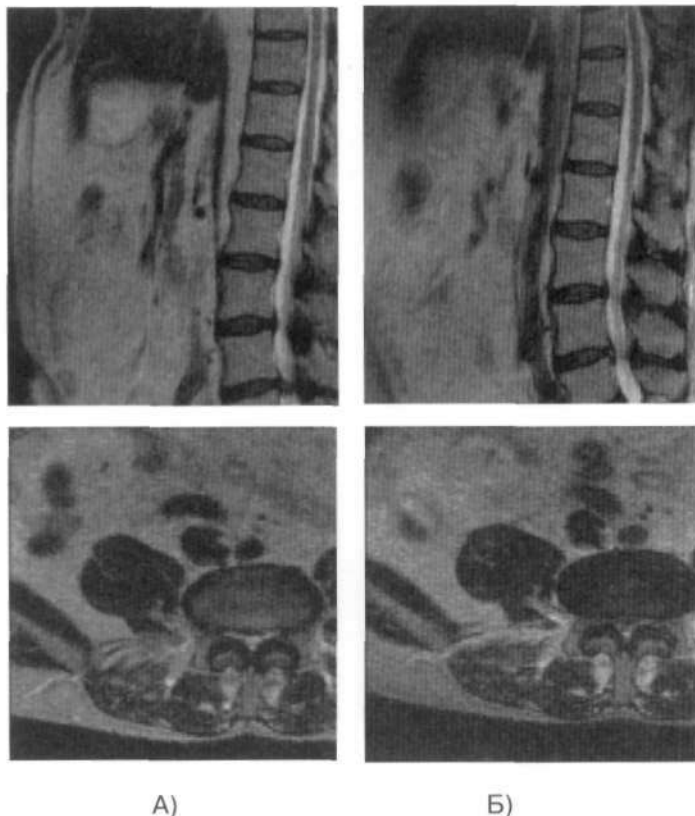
Пациентка Б., 46 лет. МРТ поясничного отдела позвоночника (сагиттальная, аксиальная проекции). А – 28.04.2008 г., грыжа L4-5 0,77 см, протрузии L5-S1 0,67 см, L3-4 0,6 см.; Б – 04.12.2008 г., грыжа L4-5 редуцирована, протрузии L5-S1, L3-4 уменьшились
